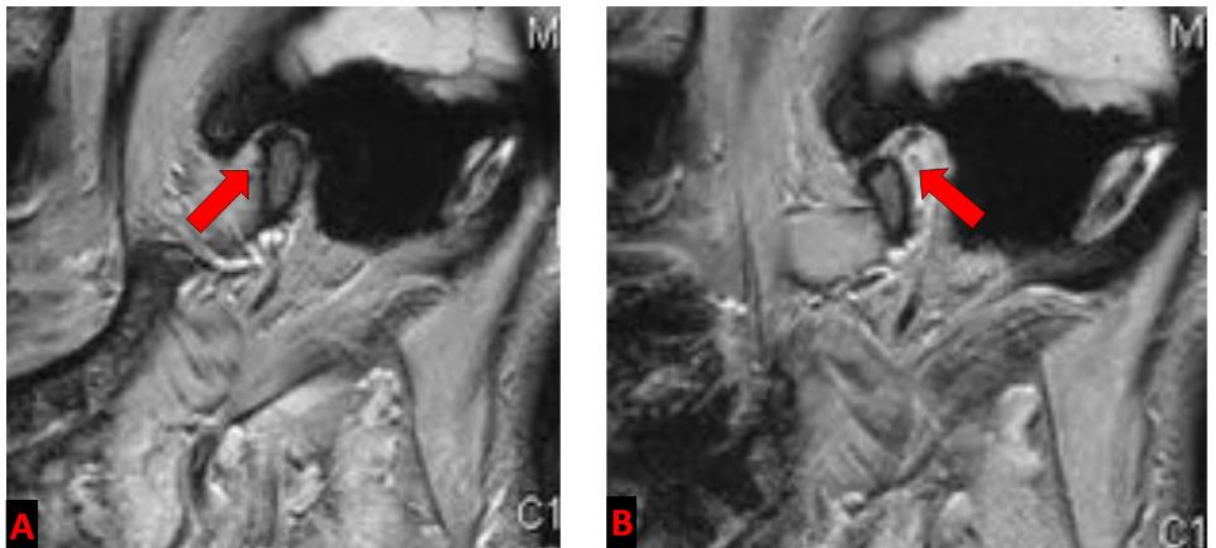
RM 3T DPWI Oblicuo sagital izquierdo. Posición de boca cerrada (A) y posición de boca abierta (B). Ausencia de tejido meniscal después de una meniscectomía abierta. (10)
